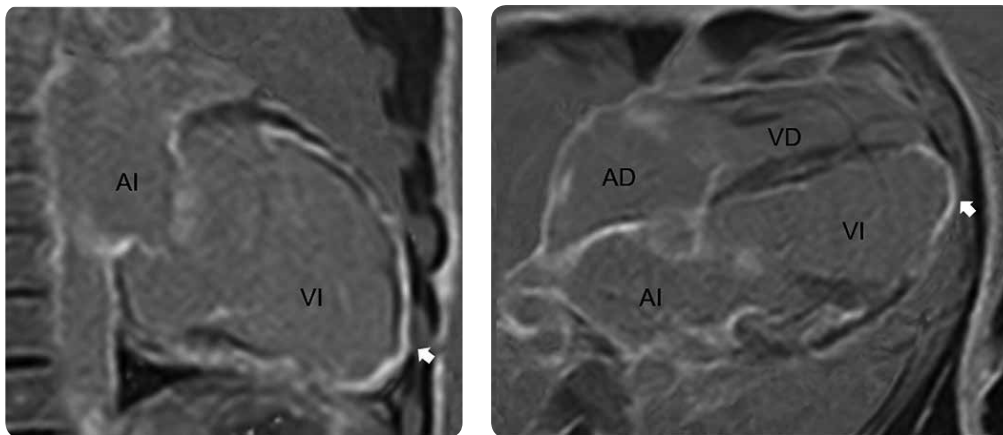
RM cardíaca. Secuencias de realce tardío. Alta señal del miocardio que representa el realce por fibrosis. Compromiso con predominio apical y epicárdico.
